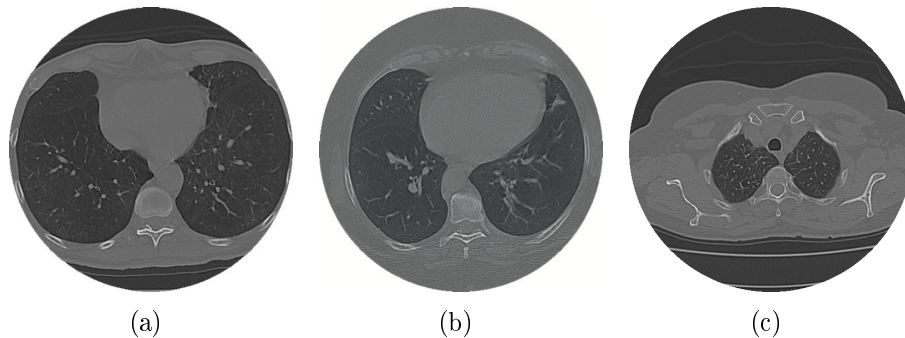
exemplos de imagens de TC do pulmão nas posições: a) base obtida por TCAR, b) base obtida através de TC com multidetectores e c) ápice.
